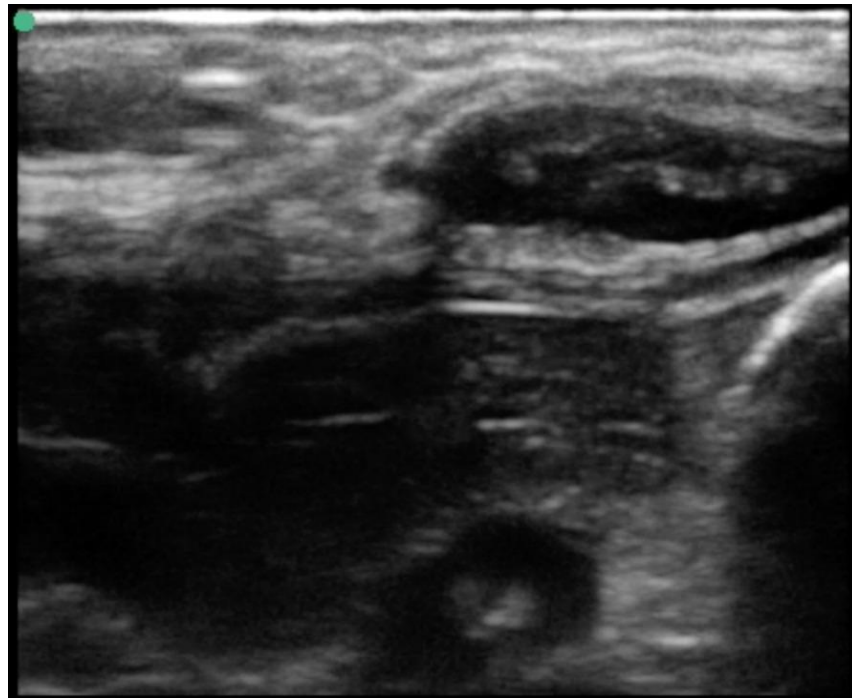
Imagen ultrasonido eje corto (transversal) vena braquiocefálica izquierda con trombo mural no oclusivo.
